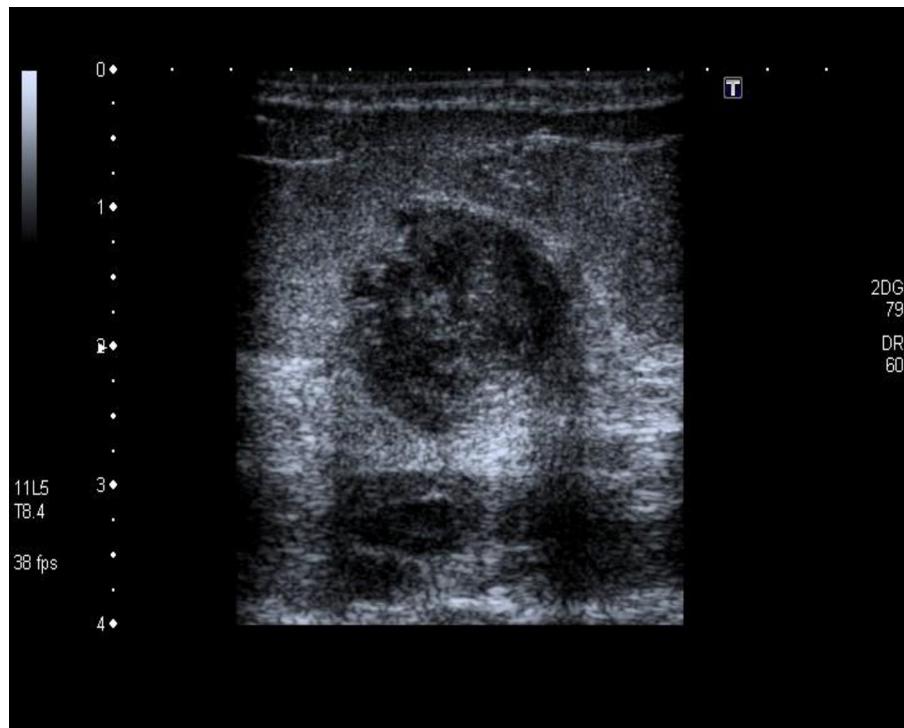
Ecografía mama izquierda: nódulo sólido de  $19 \times 15$  mm, de bordes bien definidos, sin sombra acústica posterior.
